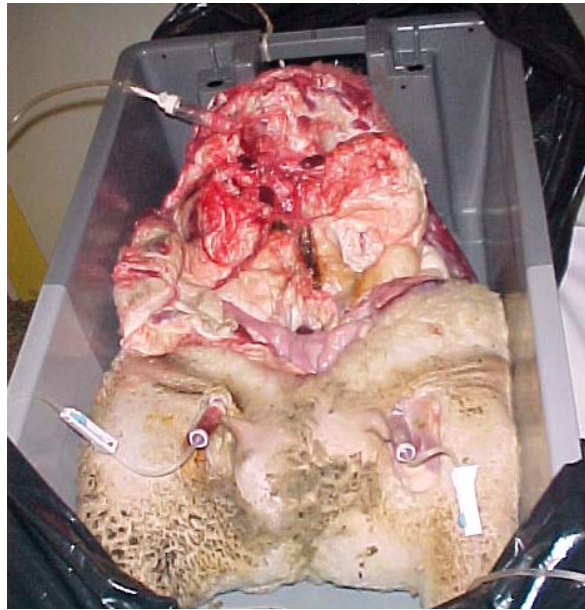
Installation pour acquisitions TDM.
